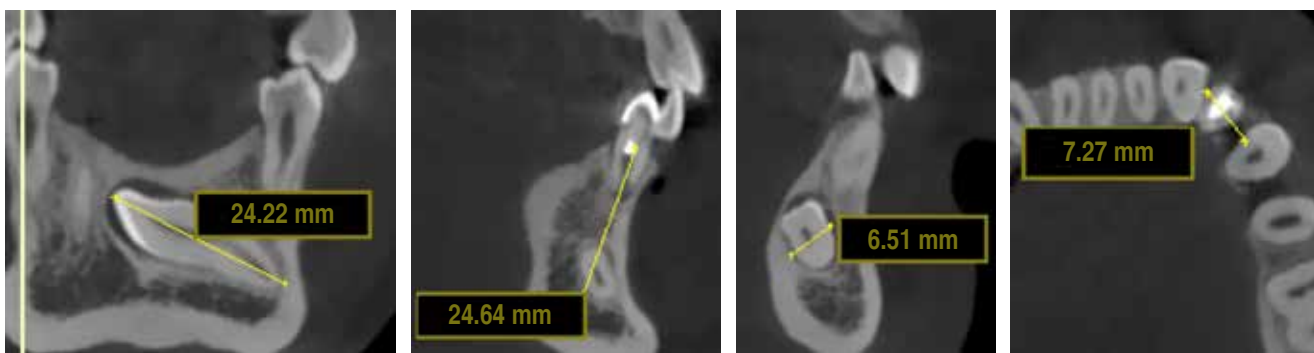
Tomografía preoperatoria.
